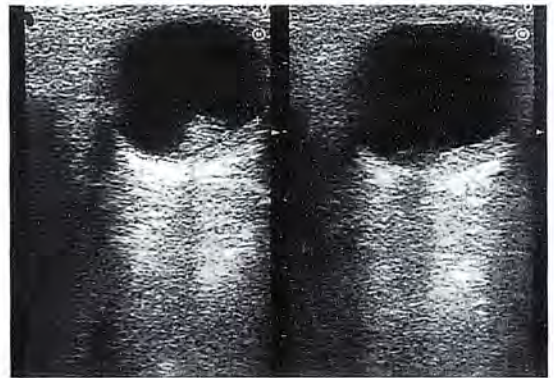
Ecografía ocular que muestra masa coroidea.
